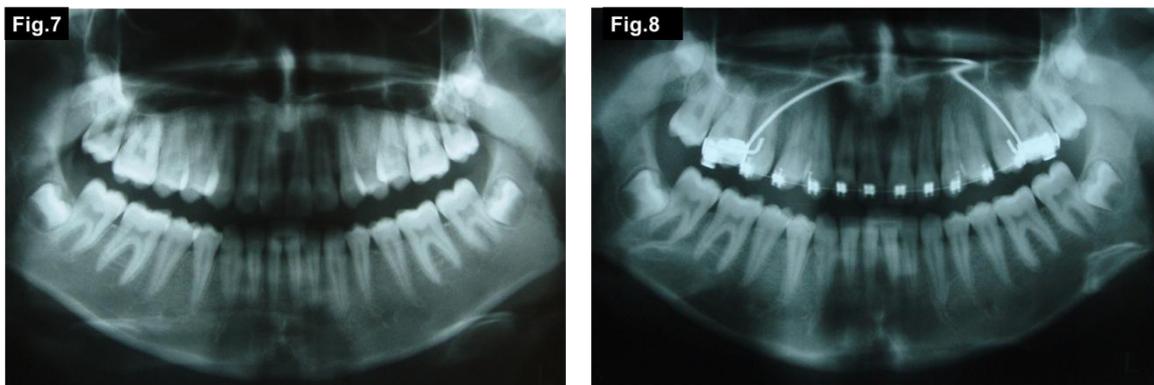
Radiografia panorâmica inicial (esquerda) e final (direita)
